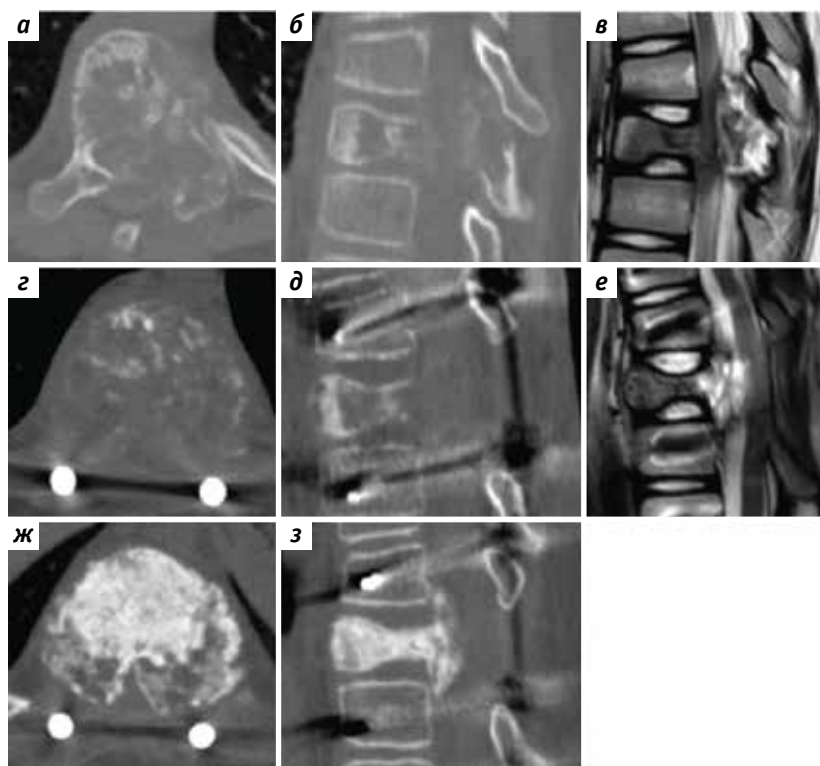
Результаты исследований: компьютерная томография (КТ) (а, б) и магнитно-резонансная томография (МРТ) (в) позвонка Th9 – остеобластома позвонка с формированием стеноза позвоночного канала на момент возникновения неврологической симптоматики; КТ (г–д) и МРТ (е) позвонка Th9 после проведения декомпрессии позвоночного канала – увеличение объема опухоли, тотальное поражение тела позвонка; КТ позвонка Th9 после 5 введений деносумаба (ж–з)
